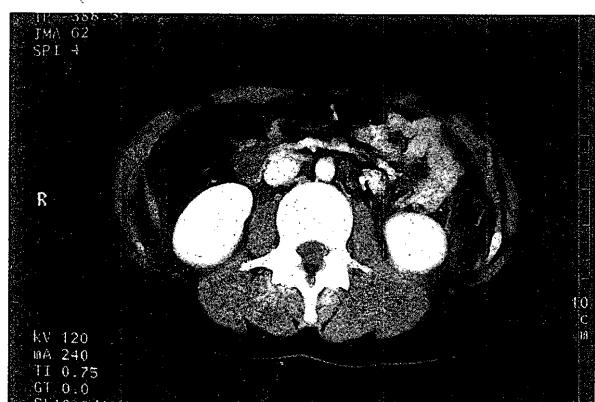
化学療法後CT：傍大動脈リンパ節腫大は消失
